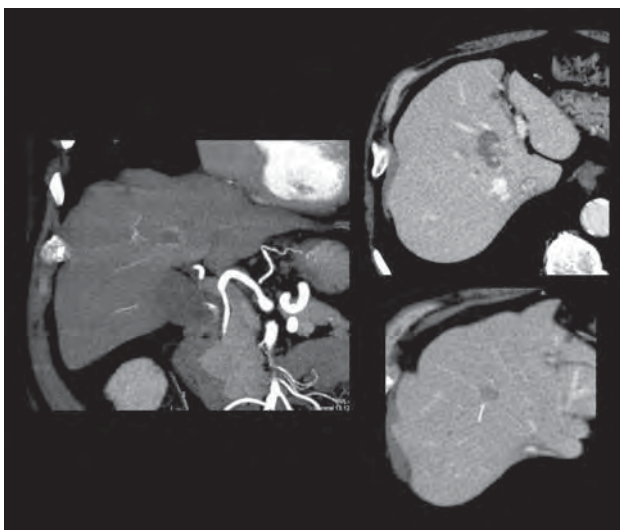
CT. Three focal lesions demonstrating different patterns of contrast enhancement.
